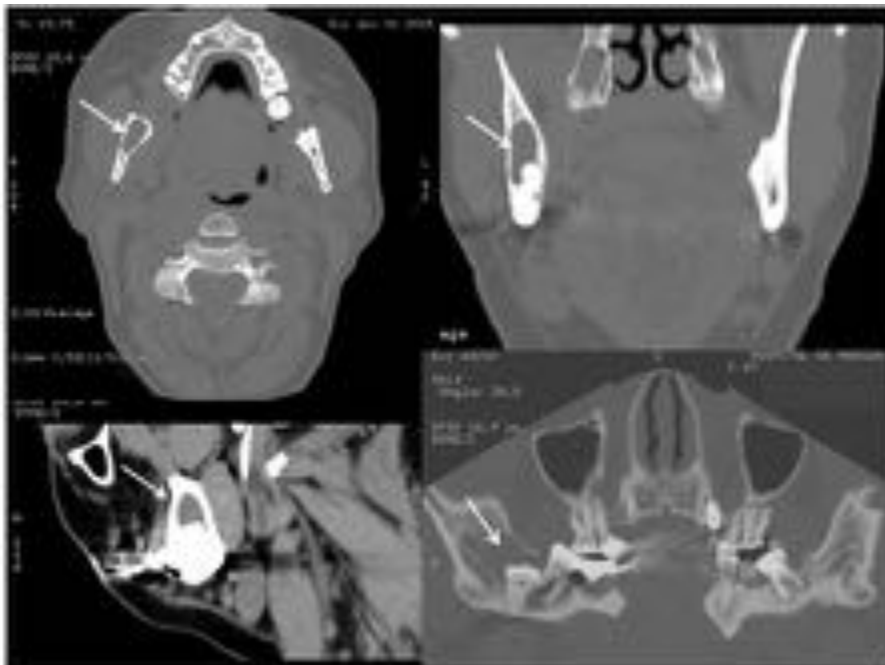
TAC y reconstrucciones. Quiste folicular (flechas).
